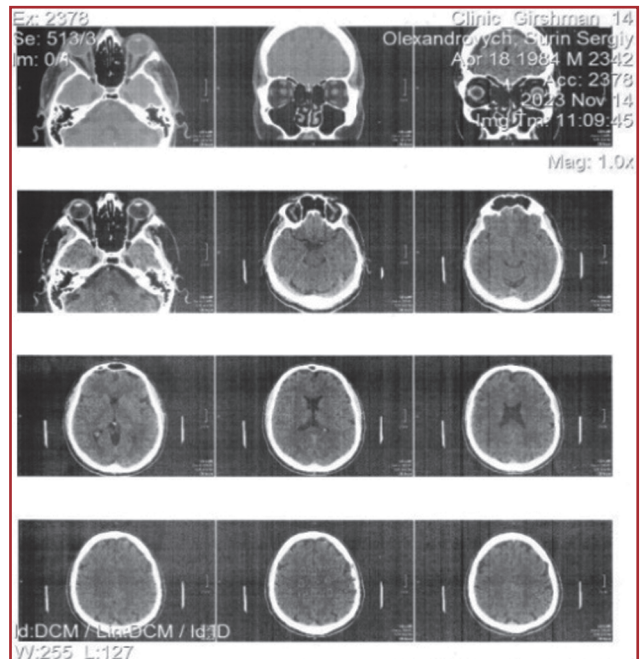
КТ головного мозку
